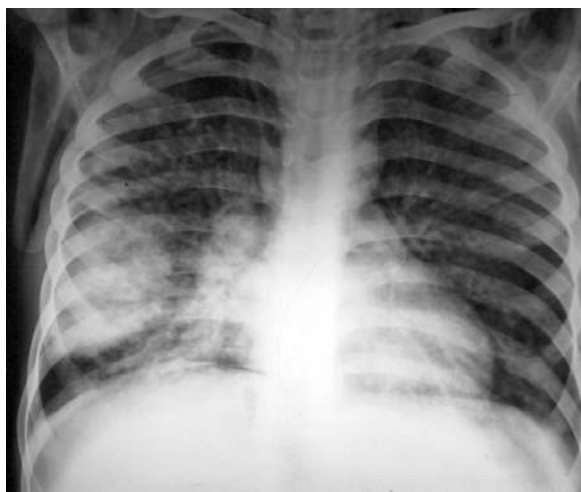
Radiografie toracică preoperatorie a pacientului L., 11 ani. Chist hidatic al lobului inferior al plămânului drept cu pneumonie perifocală
